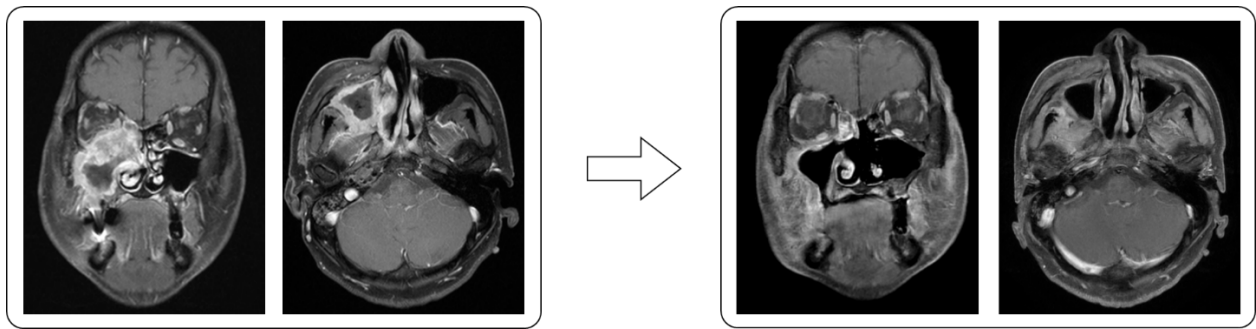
46歳男性（右上顎洞がんT4aN0M0）の治療前と治療完了後2カ月の造影MRI所見。
